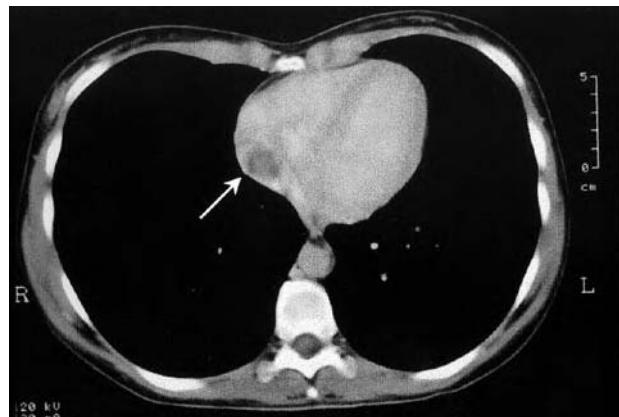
Imagen de tomografía computarizada a nivel torácico en la que se observa ocupación tumoral de aurícula derecha.
